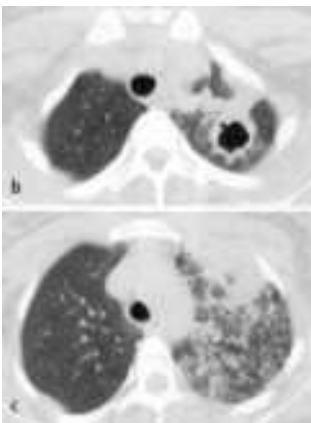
In der CT Nachweis einer dickwandigen Kaverne im apikalen Oberlappen links (b). Zudem ausgedehnte exsudative Veränderungen im linken Oberlappen (c). Eisenhuber u.a. 2007, 395)
